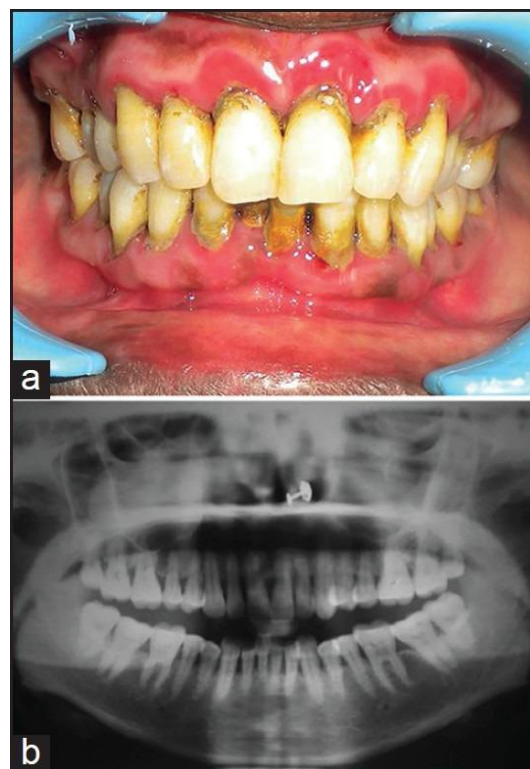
a) klinisches Bild einer aggressiven Parodontitis und b) röntgenologische Darstellung einer aggressiven Parodontitis (Puri et al. 2015)
